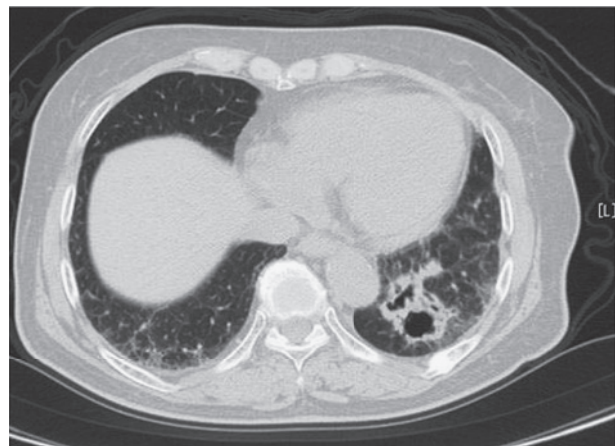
A chest CT scan shows a mass with a cavity in the left lower lobe.
